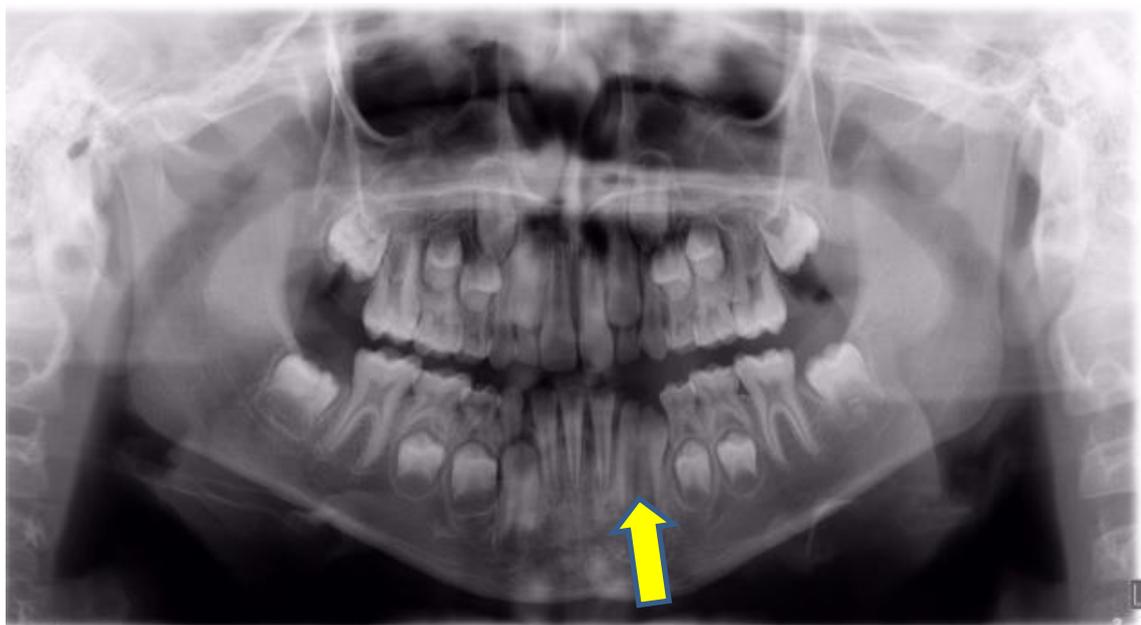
Radiografia de paciente com fusão dos elementos 32 e 33.
